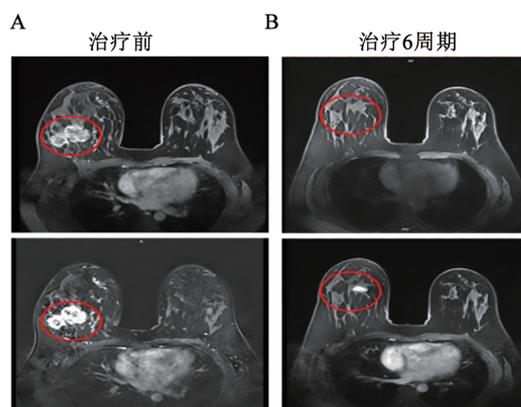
治疗前(A)和新辅助治疗结束后(B)乳腺MRI成像
